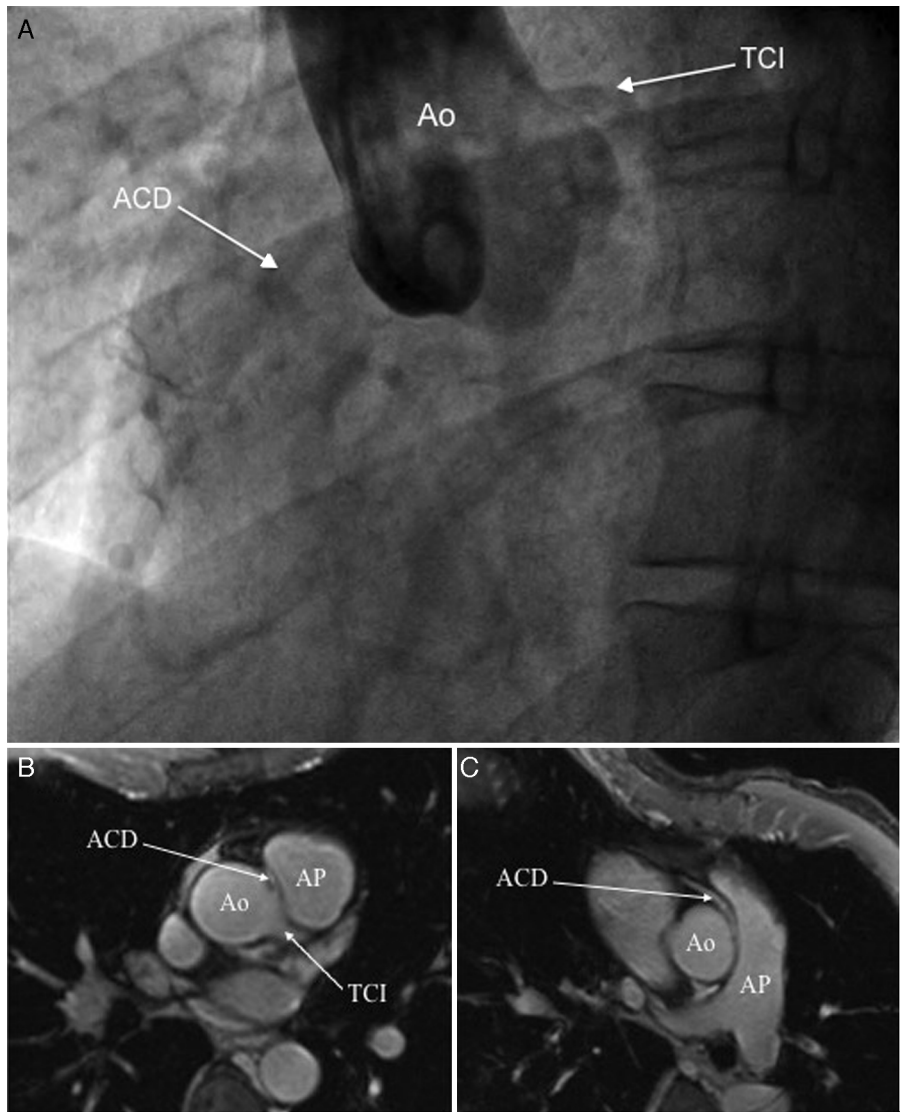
A) Aortografía que muestra la ausencia del origen de la arteria coronaria derecha (ACD) desde el seno de Valsalva derecho. B y C) Cortes consecutivos de resonancia magnética cardiaca en plano axial a nivel de grandes vasos mostrando el origen normal del tronco común izquierdo (TCI), y el origen anómalo de la ACD desde el seno de Valsalva izquierdo con marcada angulación en su salida y trayecto interarterial entre tronco de la arteria pulmonar (AP) y aorta (Ao).
